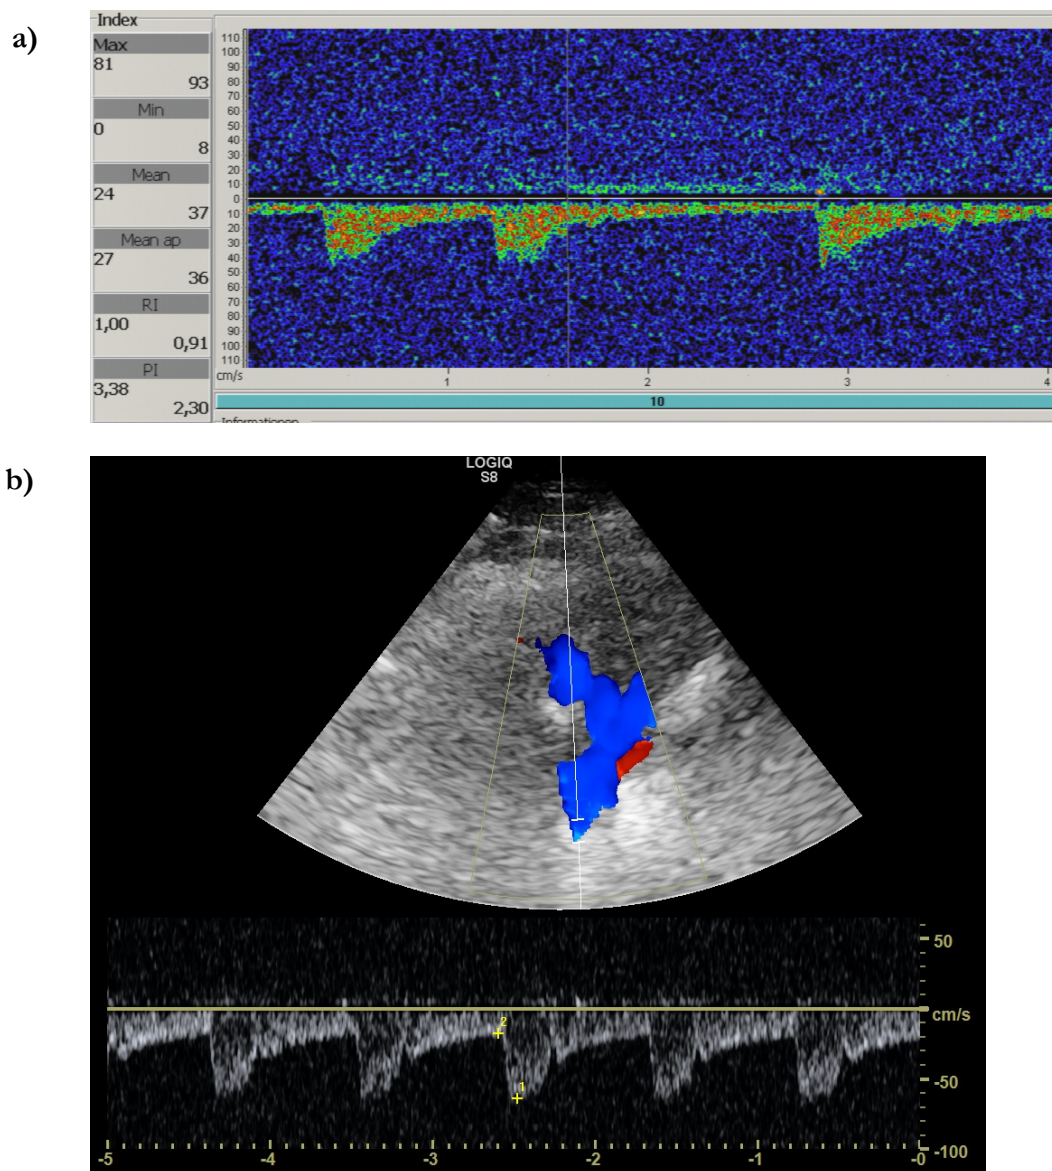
TCD- und TCCS-Bild: Sonographie-Labor Universitätsmedizin Göttingen
